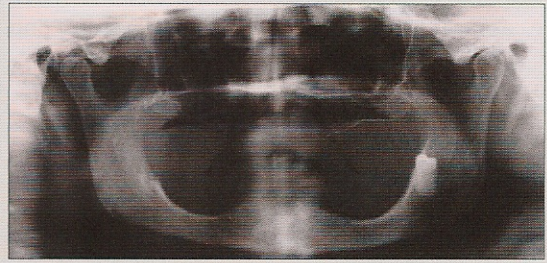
Rx ortopantomica iniziale.
